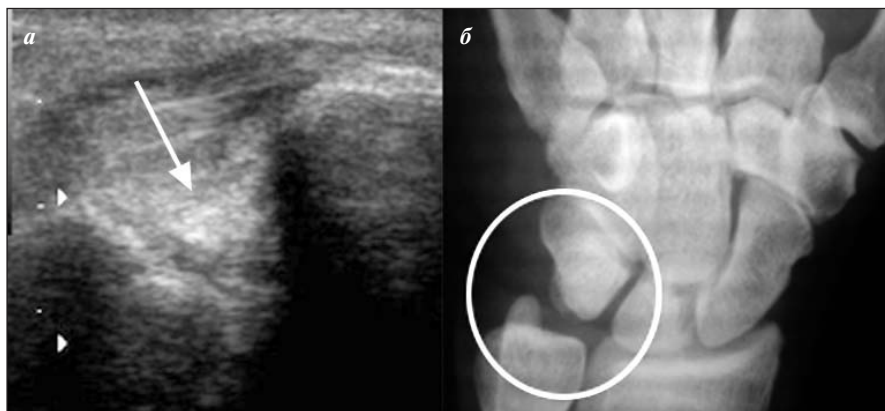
Исследование правого треугольного фиброзно-хрящевого комплекса. *а* — рентгенонегативные гиперэхогенные депозиты ПФК, верифицированные при УЗИ (стрелка); *б* — при рентгенологическом исследовании патологические изменения в этой области не выявляются
